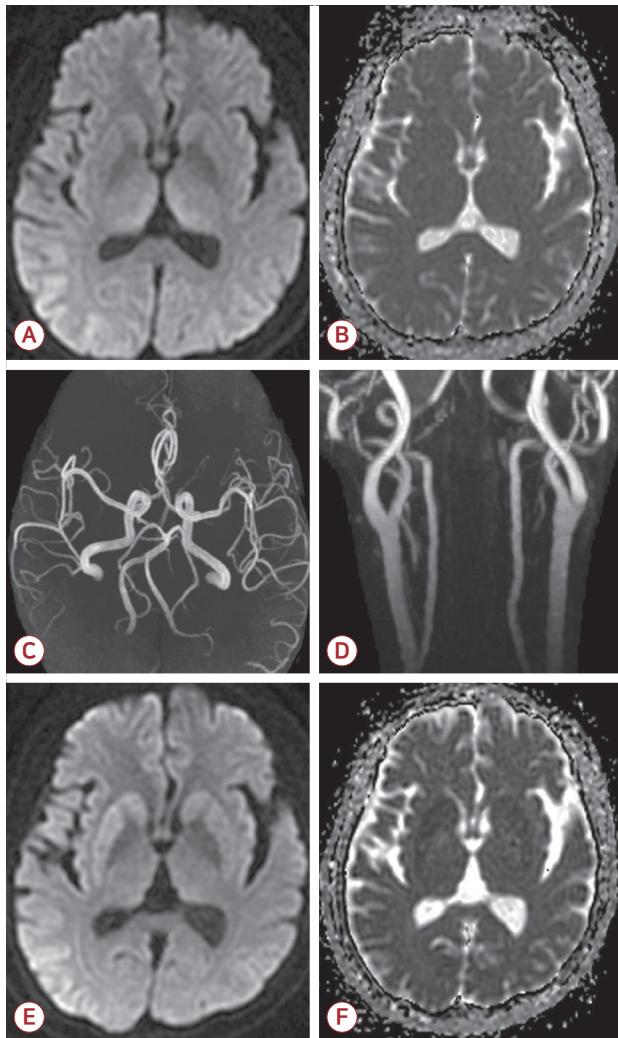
Brain magnetic resonance imaging and angiography. (A) Diffusion-weighted imaging (DWI) performed 5 days after hanging shows hyperintense lesions in the bilateral medial thalamus, (B) which have isosignal intensities on apparent diffusion coefficient (ADC) map. (C, D) There was no abnormal finding on magnetic resonance angiography. (E) Follow-up imaging obtained 15 days after hanging, reveals high signal intensities in the bilateral putamen and caudate nucleus on DWI and (F) low signal intensities on ADC.
